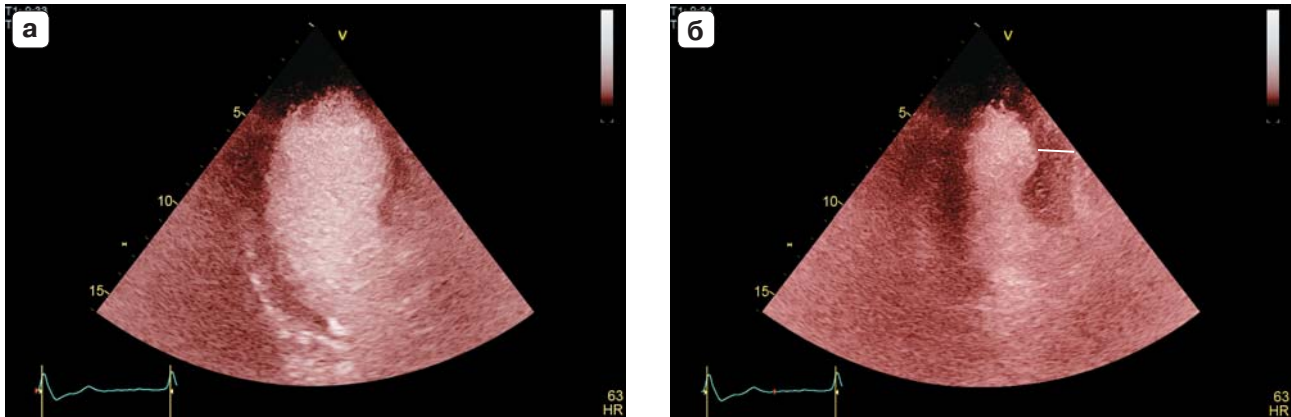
Двумерная эхокардиография с контрастным усилением из верхушечного доступа в позиции на 4 камеры. а – диастола. б – систола. Отчетливо регистрируется систолическое утолщение (показано линией).
